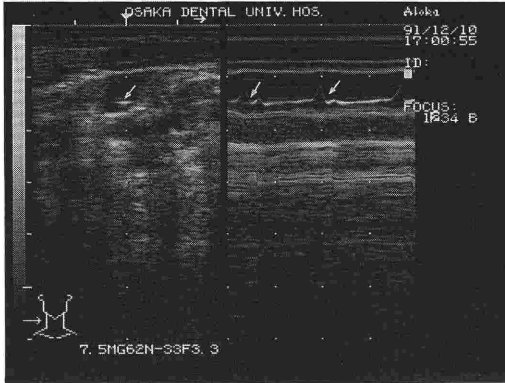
超音波エコーで観察した鎖骨上部における右側内頸静脈内の静脈弁 (矢印) (25歳男性)
